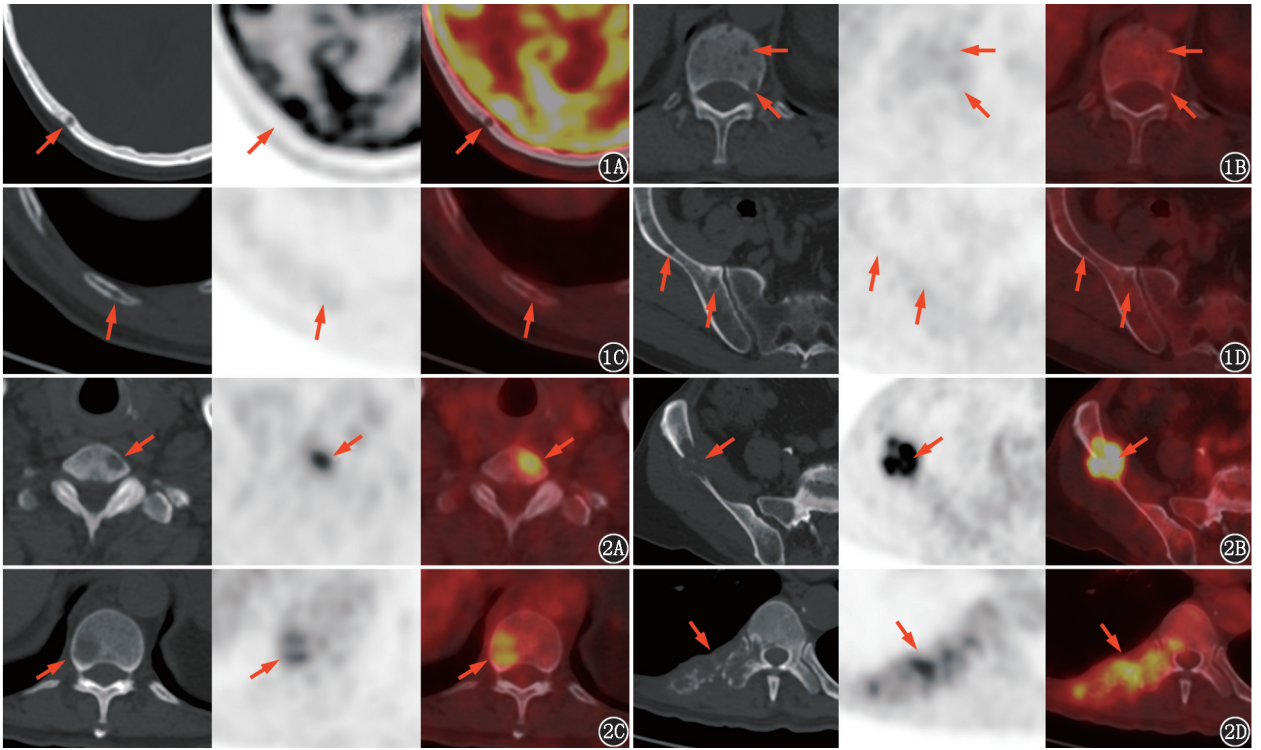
多发性骨髓瘤患者(男,65 岁)¹⁸F-FDG PET/CT 显像图(箭头示病灶)。1A.颅骨可见一明显“穿凿样”改变,无骨皮质破坏,显像剂弥漫分布;1B.胸椎多发“虫蚀样”改变;1C.右侧肋骨低密度病灶,无骨皮质破坏,显像剂弥漫分布;1D.右侧肋骨多发类圆形低密度病灶,无骨皮质破坏,显像剂弥漫分布 图 2 原因不明溶骨性转移瘤患者(男,65 岁;后经穿刺活组织检查证实为转移性腺癌,原发病灶不明)¹⁸F-FDG PET/CT 显像图(箭头示病灶)。2A.胸椎低密度高代谢病灶,显像剂分布不均匀;2B.右侧肋骨转移灶伴软组织肿块形成;2C.腰椎低密度病灶,无骨皮质破坏,但显像剂分布不均匀;2D.右侧肋骨溶骨性转移病灶,骨皮质不连续,显像剂分布不均匀
